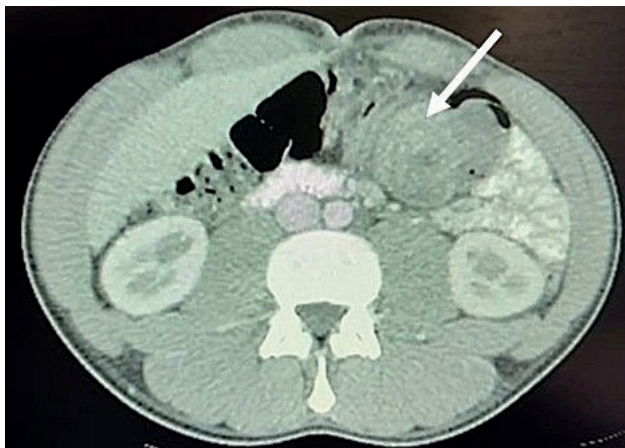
Tomografía computarizada con contraste endovenoso, corte axial. Se observa una lesión sólida intraluminal de 43 x 30 mm en el colon transverso distal, con escaso realce tras la administración del contraste. Se asocia un patrón en “diana” (flecha), sugestivo de invaginación intestinal secundaria a lesión orgánica subyacente actuando como cabeza de invaginación.
